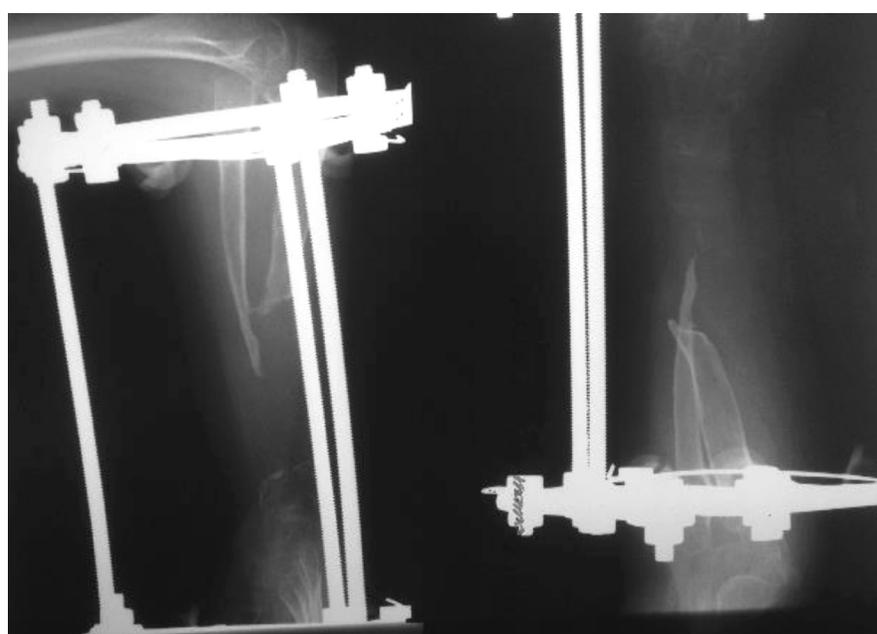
Рентгенологическая картина в процессе distraction костей предплечья
